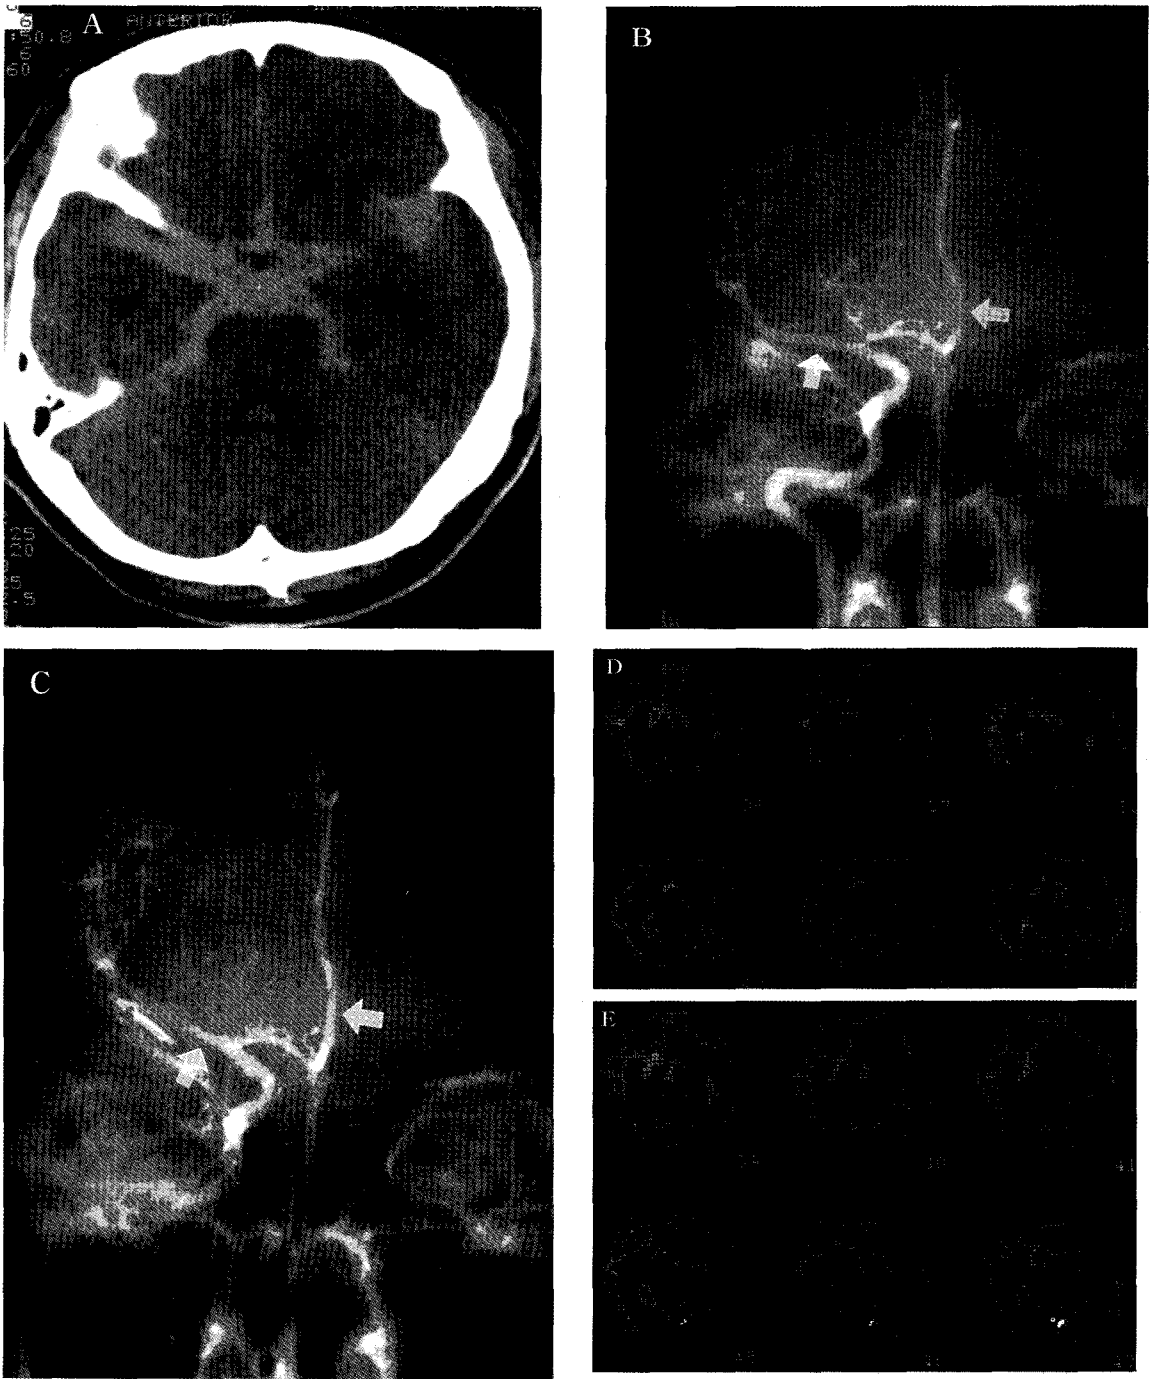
A sixty year old male patient with right MCA aneurysm, who showed decreased vasoreactivity without angiographic vasospasm and poor outcome (patient no.4). A. There is massive subarachnoid hemorrhage in basal cistern and bilateral Sylvian fissure. B. Normal calibered cerebral vessels (arrows) are seen on the right internal carotid angiogram. C. There is no definite vasospasm of cerebral vessels (arrows) on the postoperative angiogram. D. On the baseline SPECT image, there is decreased perfusion in right temporal cortex. E. After acetazolamide administration, there is decreased vasoreactivity in the right frontal cortex.
